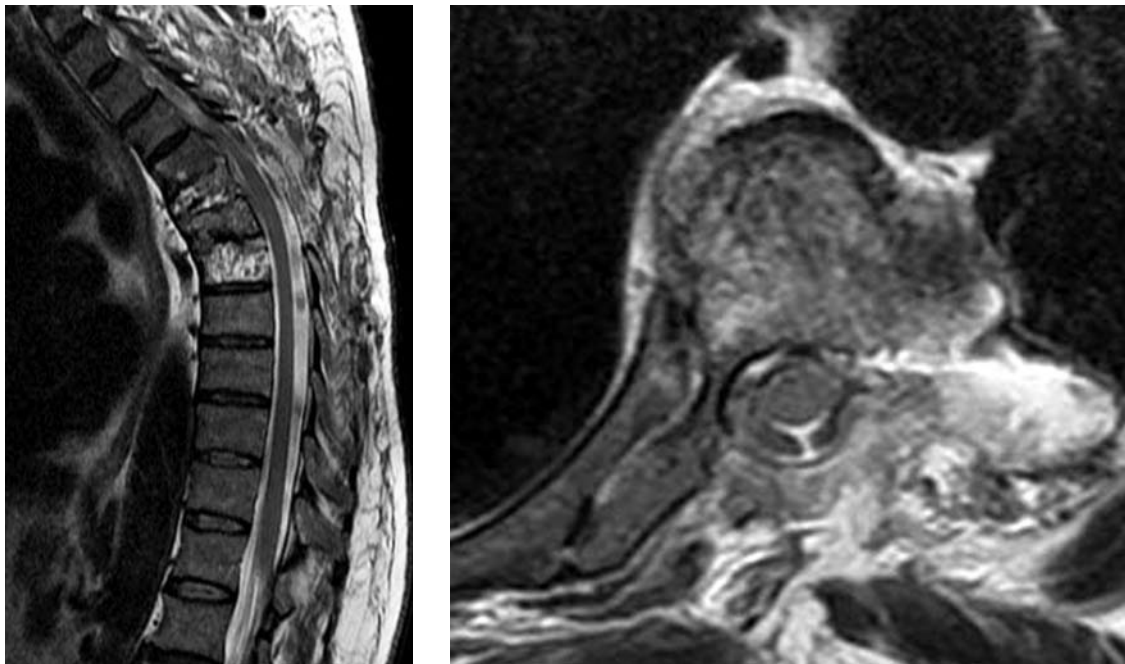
Postoperative sagittal (a) and axial (b) thoracic region MRI images shows success spinal canal decompression
